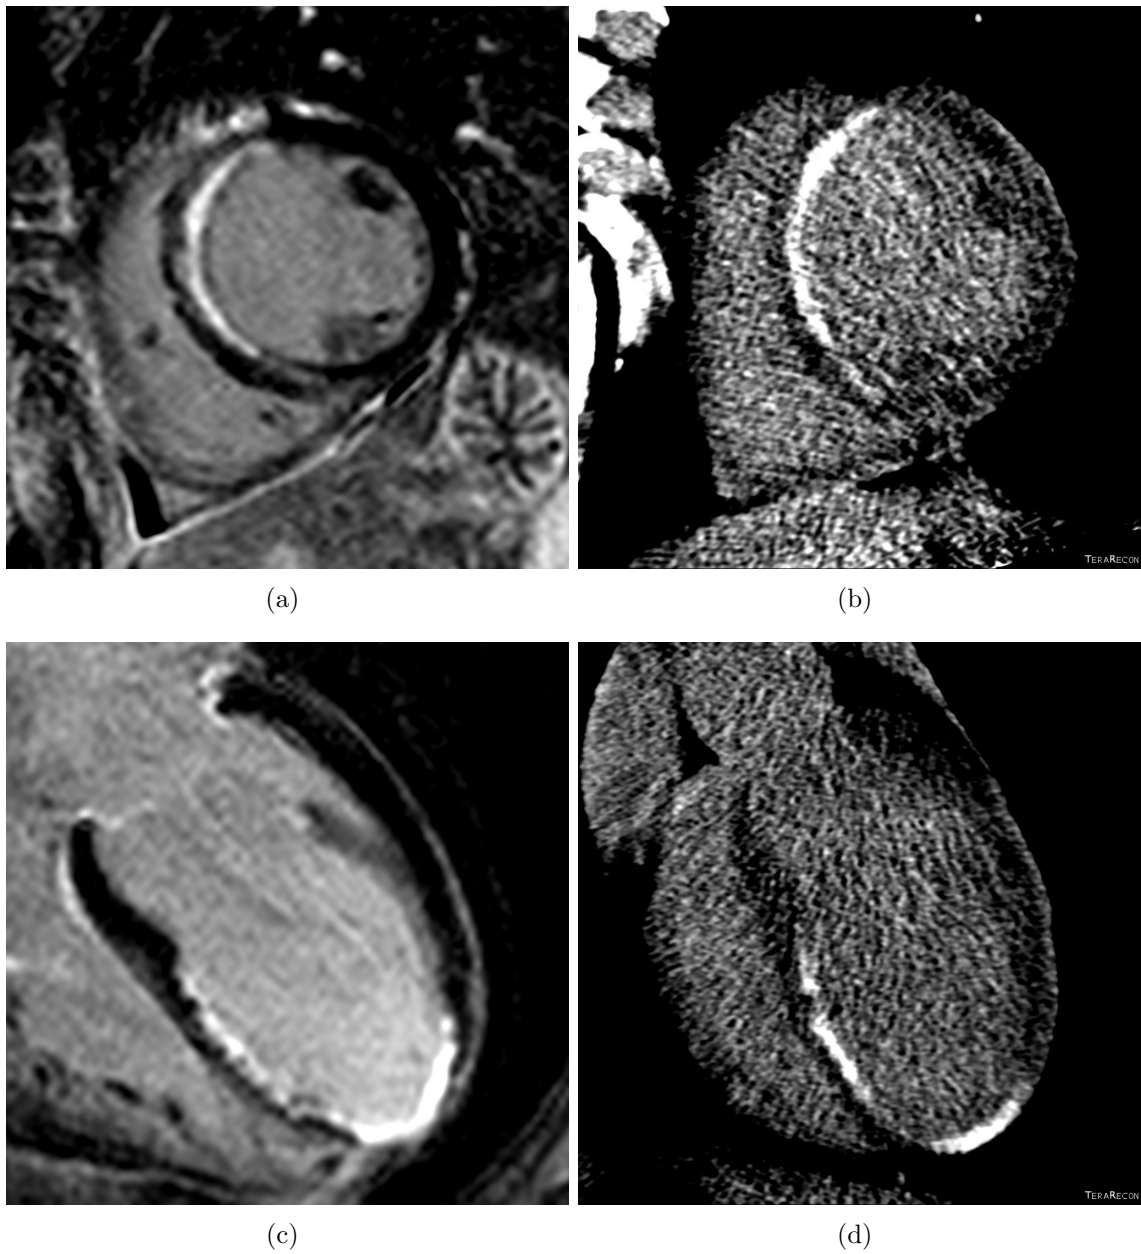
a) e c) Eixo curto e eixo longo de RM cardíaca demonstram área de realce na parede septal (a branco) e miocárdio sem sinal (a negro). b) e d) Eixo curto e eixo longo de TCRT, revelam um padrão de lesão similar à RM.
